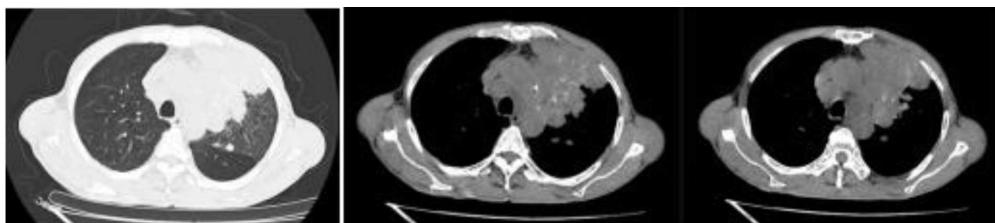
2024-07-11 Chest CT scan: The mass in the left upper lobe of the lung has decreased compared to before (8.2 cm × 7.2 cm), and the obstructive inflammation in the left upper lung has significantly improved
